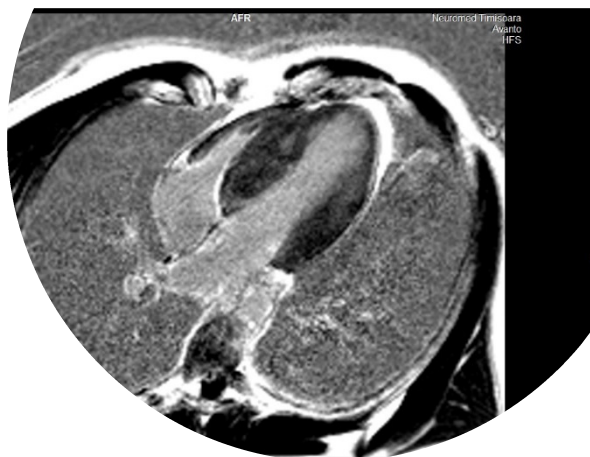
Imagine de IRM cardiacă: cardiomiopatie hipertrofică nonobstructivă, cu captare tardivă de gadoliniumului, cu precădere la nivelul segmentelor hipertrofiate.
